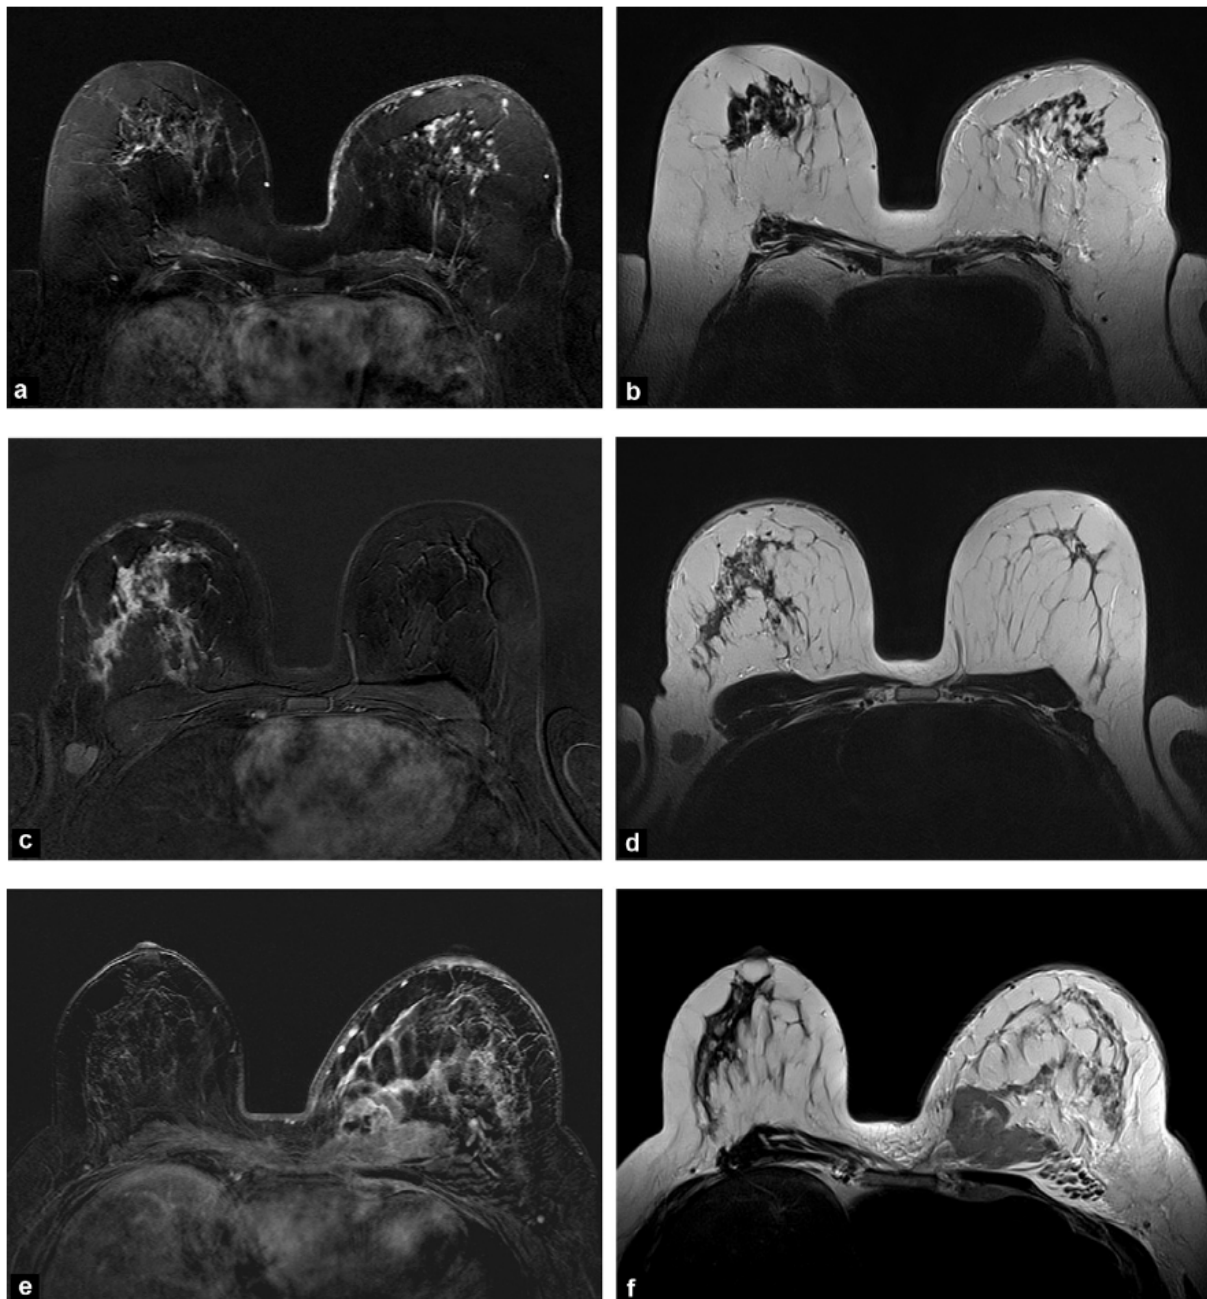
Aspect IRM du sein inflammatoire (a, c et e : T1 dynamique après injection de gadolinium et soustraction, à trois minutes ; b , d et f : T2) : a, b : épaissement cutané en hypersignal T2 du sein gauche, rehaussé de façon punctiforme. Œdème intramammaire diffus et rehaussement non-masse du sein, d'allure micronodulaire ; c,d : épaissement cutané du sein droit en hypersignal T2 associé à une hypertrophie de vaisseaux sous cutanés et à un rehaussement non-masse diffus du sein, hétérogène et réticulaire. Œdème intramammaire en T2 et adénomégalie axillaire droite ; e,f : augmentation du volume mammaire gauche et de l'épaisseur cutanée associées à un œdème diffus du sein. Rehaussement non-masse diffus et masse nécrotique profonde de l'union des quadrants internes envahissant le pectoral. Vraisemblablement atteinte ganglionnaire mammaire interne gauche.
